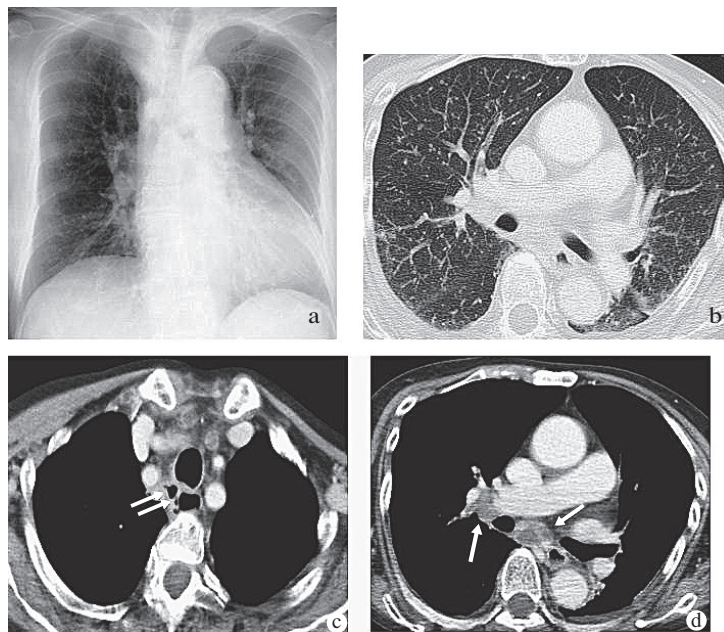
Chest radiograph and enhanced CT in November 2006 showed right hilar and mediastinal lymph adenopathy (arrow) (a, c, d). Chest radiograph did not detect any abnormal findings in the lung fields (a), but CT showed diffuse small nodular shadows in both lung fields (b), mediastinal abscess formation and amorphous gas collections in the mediastinum (arrow) (c).
